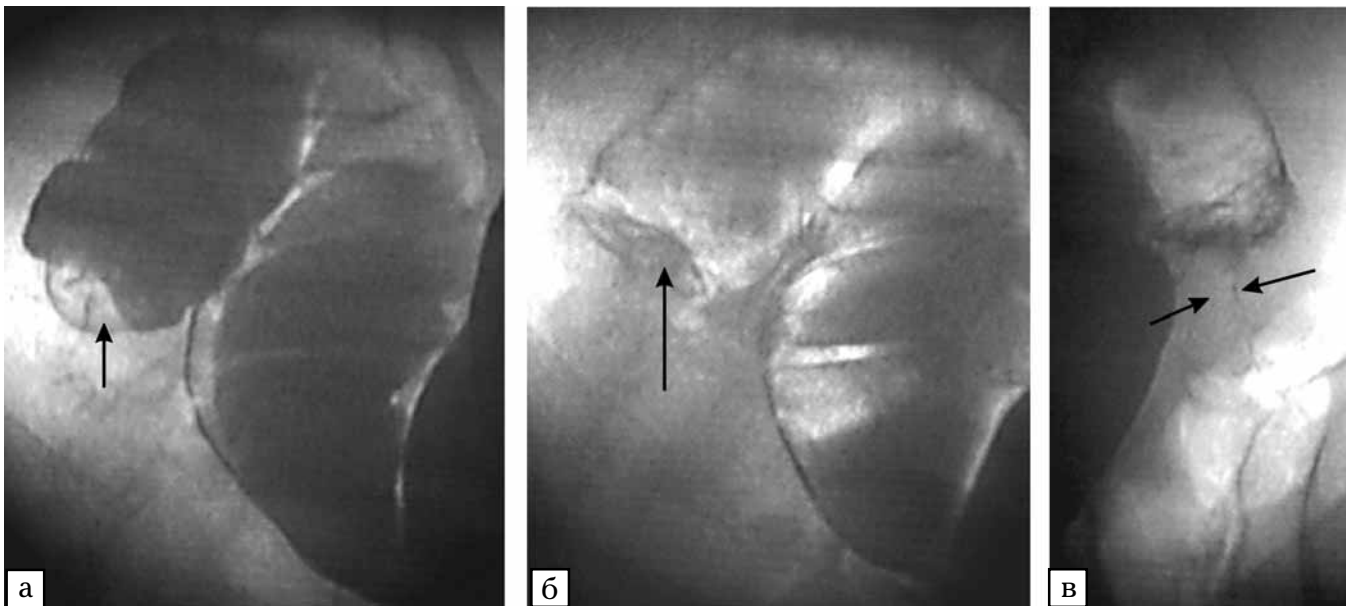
Рентгенологічне дослідження товстої кишки. Висновок: захворювання висхідної кишки. Показана колоноскопія
